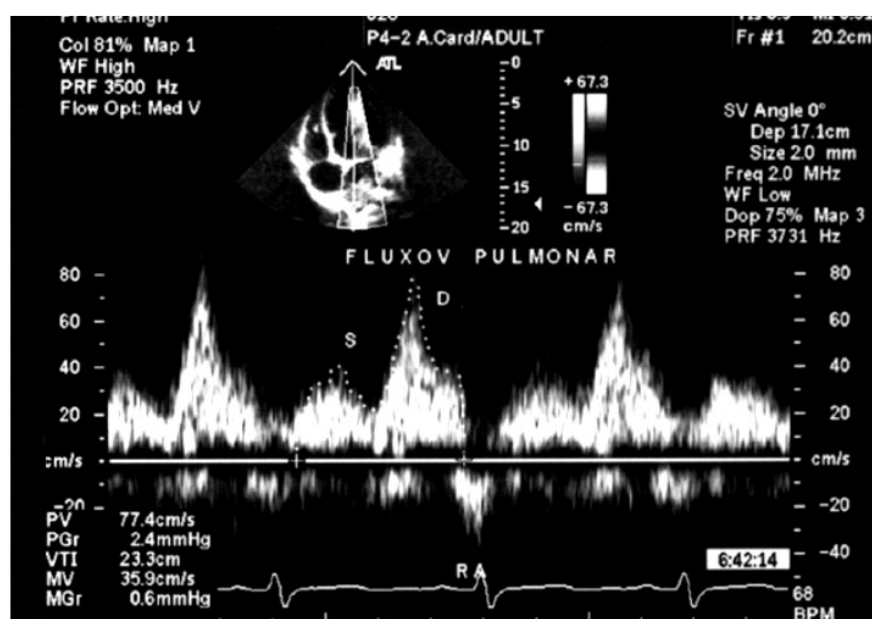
Registro ao Doppler pulsátil do fluxo de veia pulmonar
